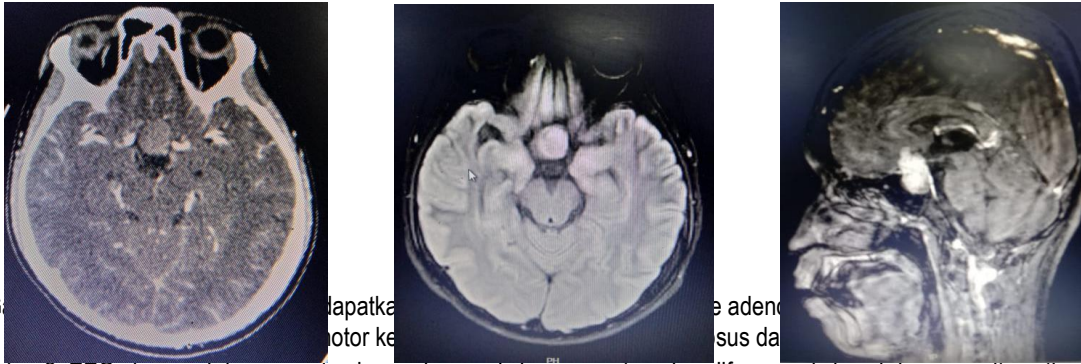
CT Scan Kepala didapatkan tumor intrasellar disertai dengan edema cerebri difus
